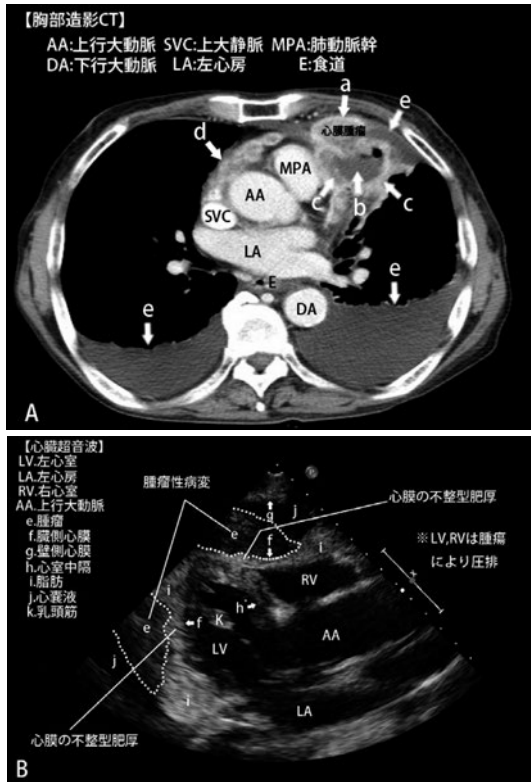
(A) 胸部造影CT. 左室上部前方では心膜面から出た腫瘍性病変を形成し (a), 鏡面像を伴う肺の空洞内には液体が貯留 (b), 空洞周囲の腫瘍 (c), 辺縁が濃染された多発心膜腫瘍 (d), 両側胸水 (e) を認めた. (B) 心臓超音波像. 心外膜に腫瘍性病変 (e), 心膜の不整形肥厚 (f) を認めた.
